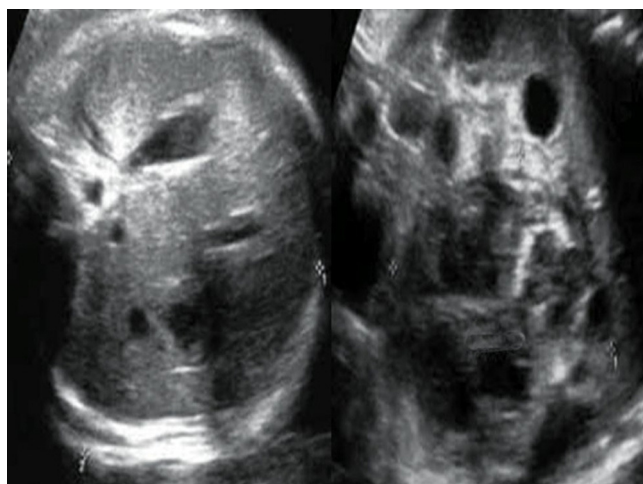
Ecografía del hemangioendotelioma fetal.
